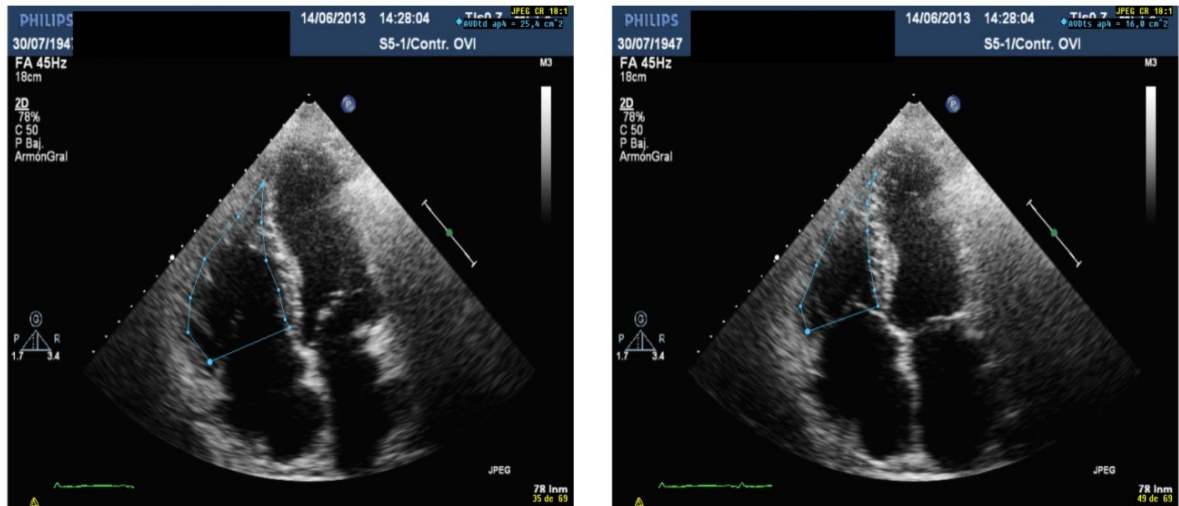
Cuantificación del CAF a través del eco bidimensional en un eje apical 4 cámaras a) área en telediástole b) área en telesístole.
